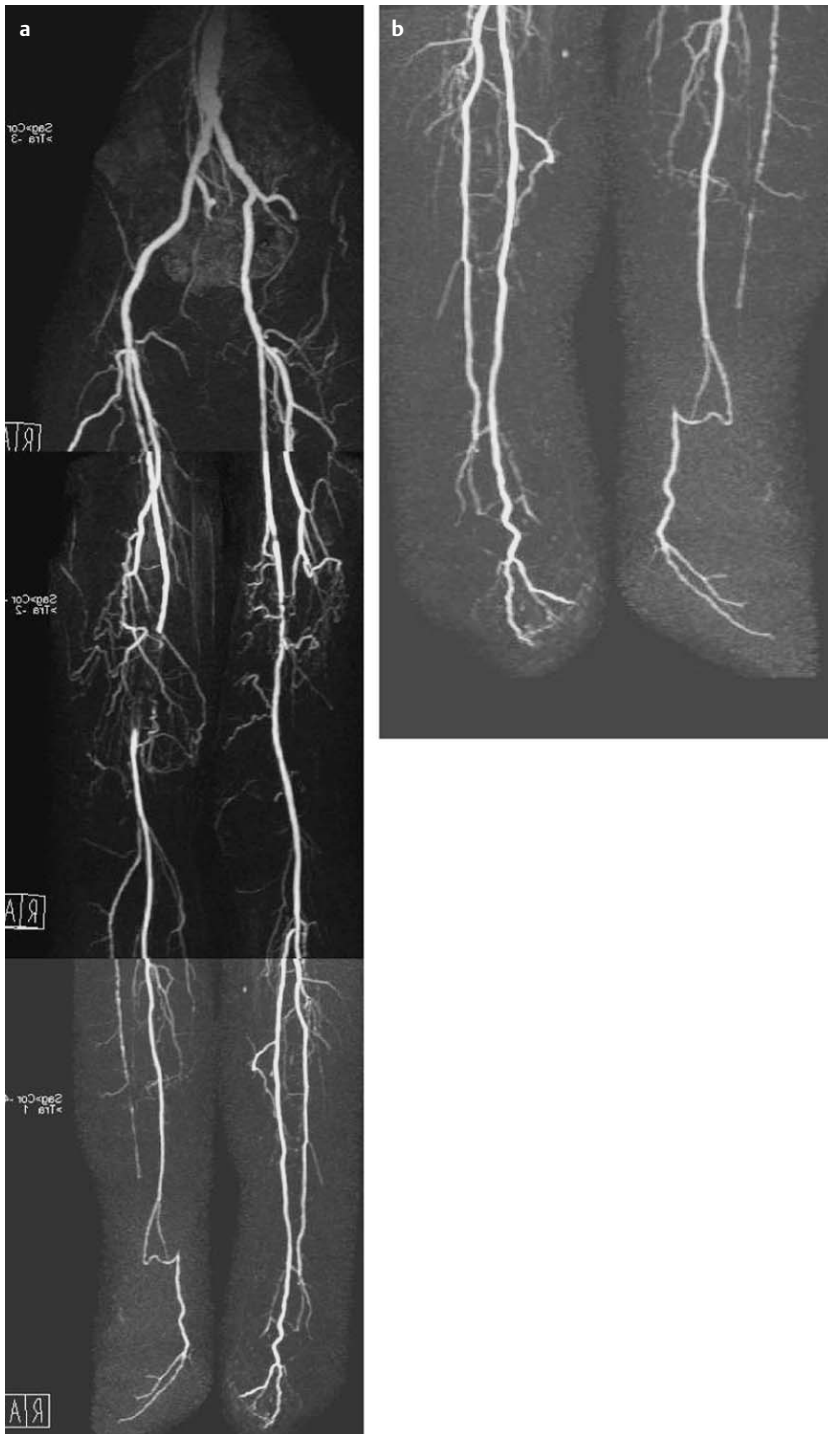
Hochauflösende kontrastmittelgestützte MRA, isotrope Voxelgröße deutlich unter 1 mm^3 , Messzeit unter 60 s, 3-Tesla-MRT.
